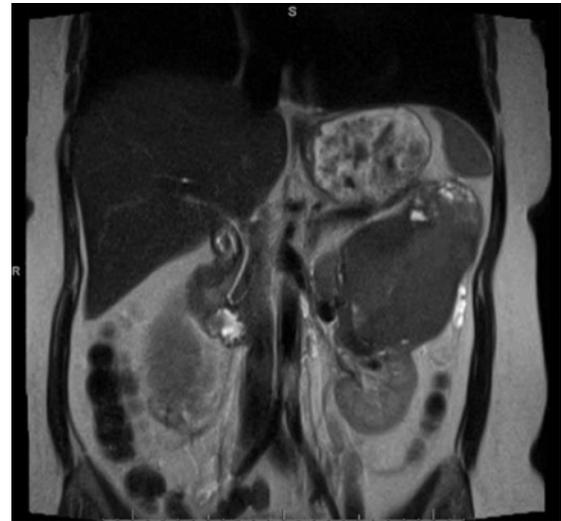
Ressonância magnética abdominal, corte coronal, que mostra volumosa massa tumoral do rim esquerdo, que ocupa a metade superior e lateral externa e posterior, heterogênea no polo superior, com áreas que sugerem hemorragia intraliesional.
